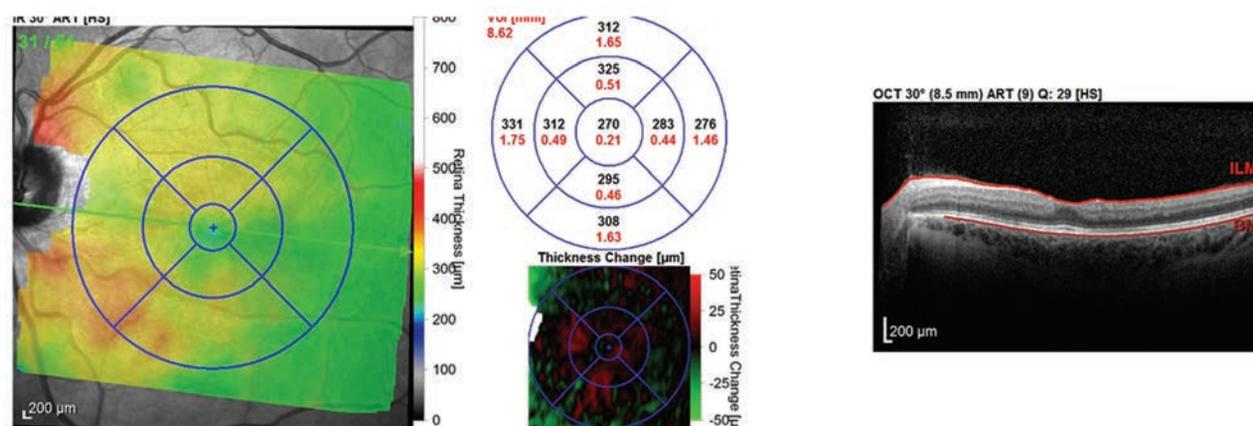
Оптическая когерентная томограмма сетчатки левого глаза. Остаточные изменения во внутренних слоях сетчатки в зоне очага по ходу нижней сосудистой аркады
